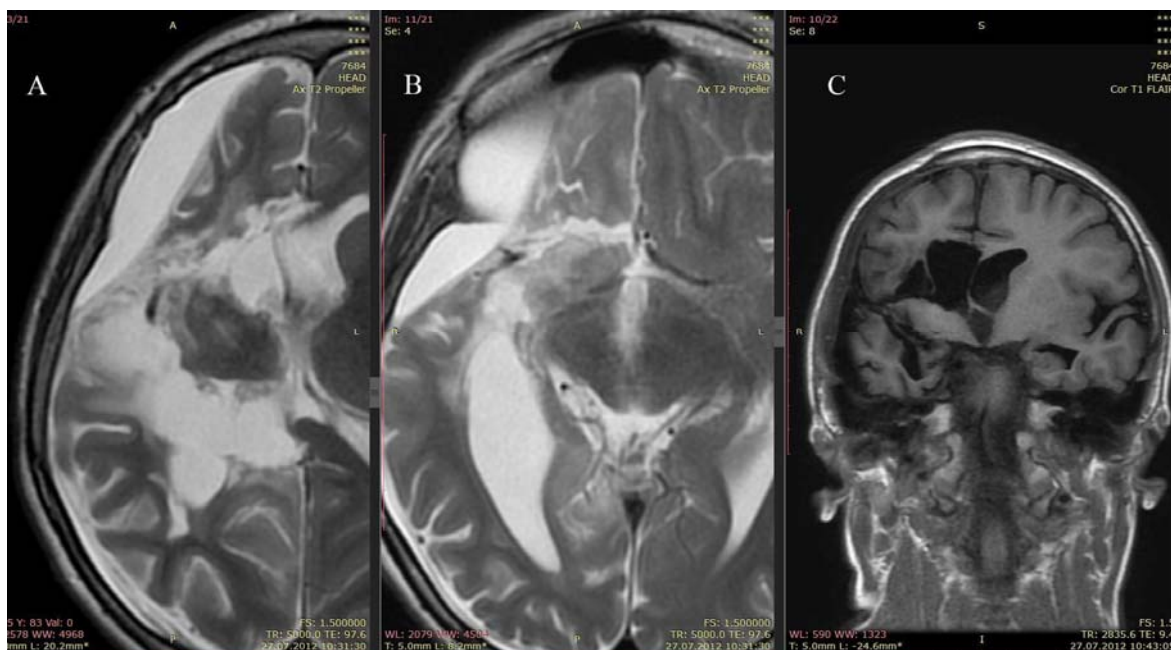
Контрольные томограммы после выполнения латеральной гемисферотомии справа. А, В - траектория дисконнекции в аксиальной плоскости, завершенная дисконнекция на уровне валика мозолистого тела, основания лобной доли. С - траектория дисконнекции в коронарной плоскости
